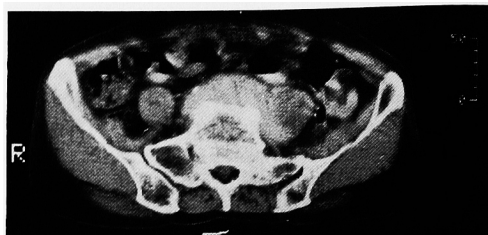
Abdominal CT (before operation): A large mass with the density of soft tissue involving the left ureter exists in the retroperitoneal space.
